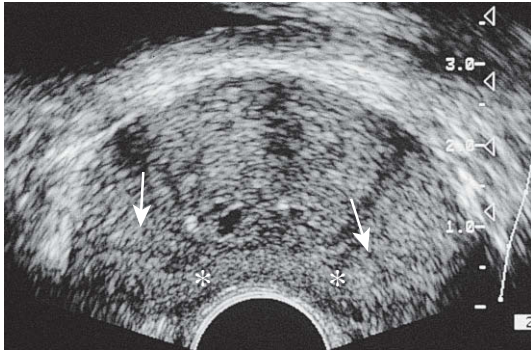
Ecografía axial de la próstata en un paciente sano. Obsérvese que la zona periférica (*) está separada de la zona de transición periuretral, cuya orientación es más central, por la cápsula quirúrgica (flechas).
